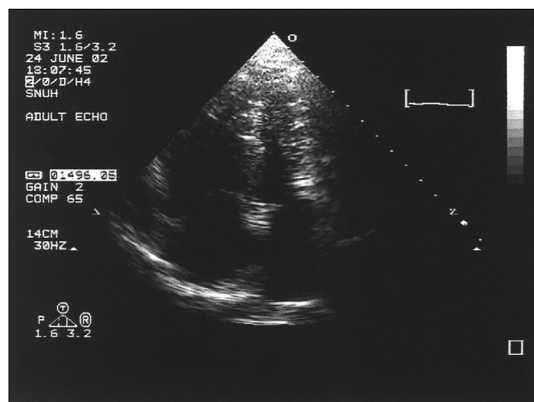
Right atrium and right ventricle are enlarged in apical 4-chamber view of transthoracic echocardiography.
